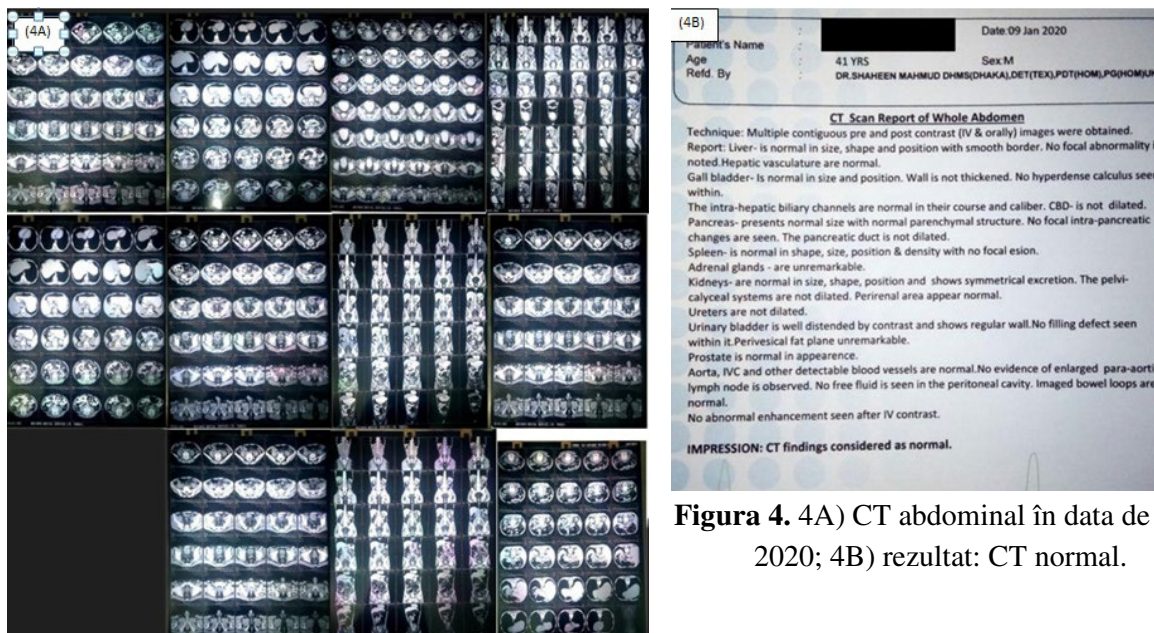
4A) CT abdominal în data de 9-1-2020; 4B) rezultat: CT normal.
